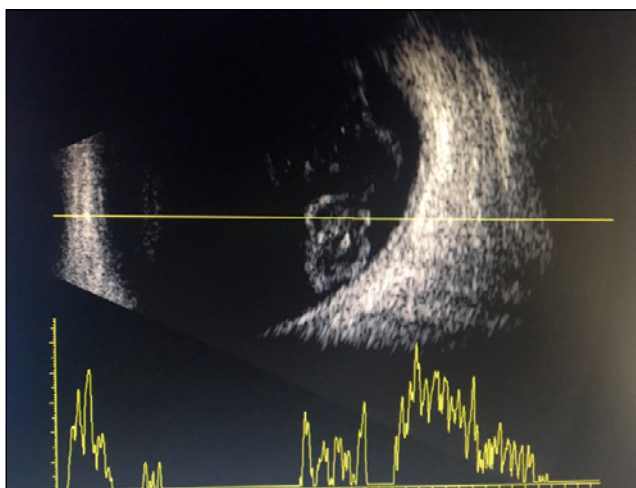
Imagen de ecografía ocular en modo A y B, donde se observa sangre en cámara vítrea con ganancia media, y la retina se encuentra aplicada.
